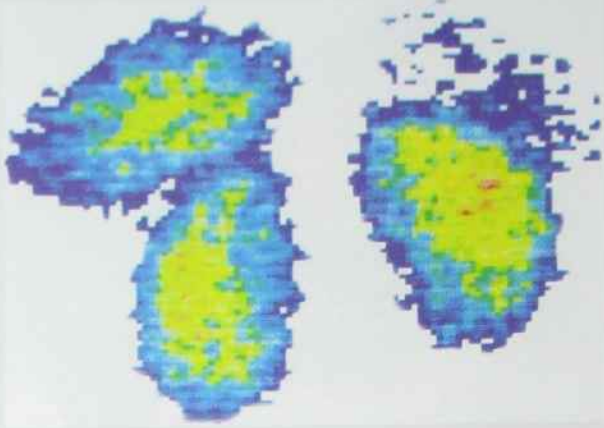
Сцинтиграма нирок: подвоєння правої нирки
